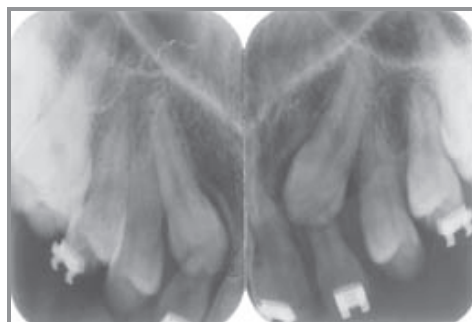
radiographies rétro-alvéolaires illustrant la résorption des incisives latérales par les canines incluses (Rerhaye, 2001)
